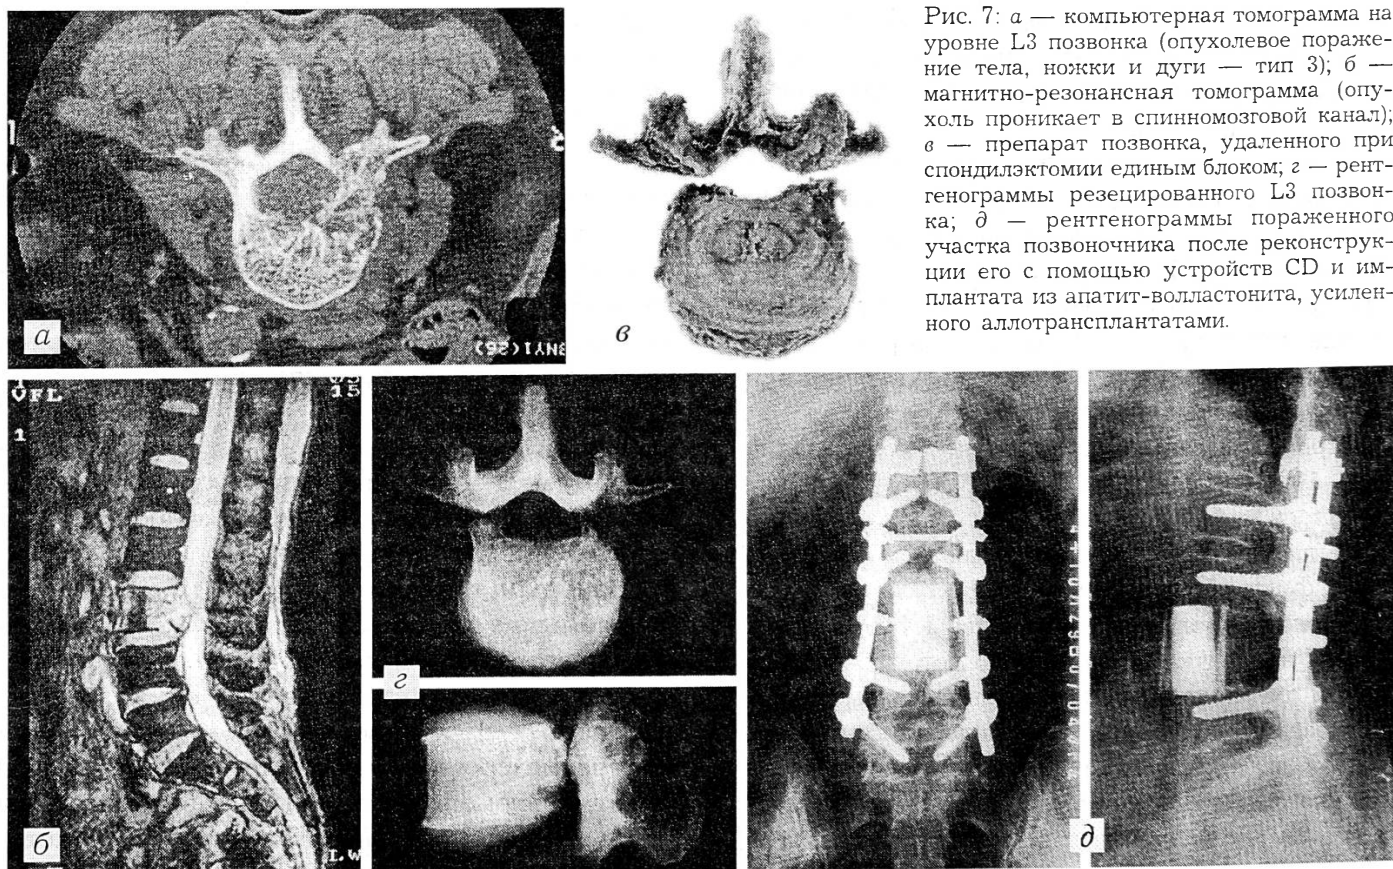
а — компьютерная томограмма на уровне L3 позвонка (опухолевое поражение тела, ножки и дуги — тип 3); б — магнитно-резонансная томограмма (опухоль проникает в спинномозговой канал); в — препарат позвонка, удаленного при спондилэктомии единым блоком; г — рентгенограммы резецированного L3 позвонка; д — рентгенограммы пораженного участка позвоночника после реконструкции его с помощью устройств CD и имплантата из апатит-волластонита, усиленного аллотрансплантатами.
